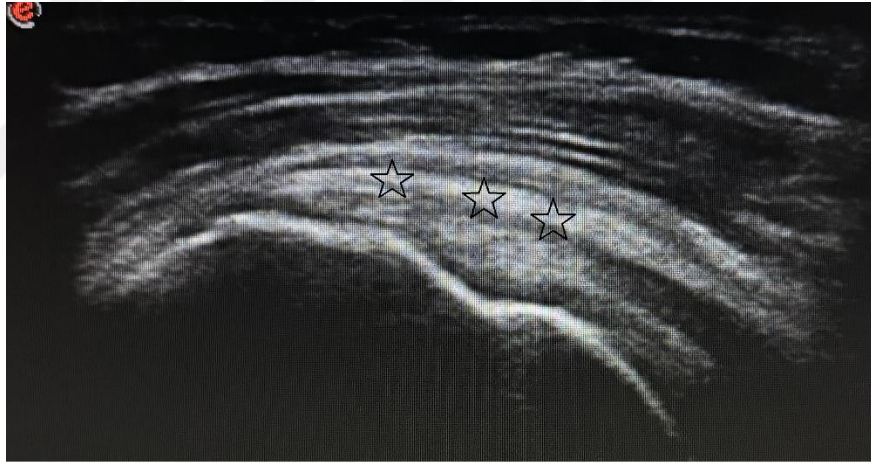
Modifiye Crass pozisyonu ve ultrasonda supraspinatus tendonu görünümü
